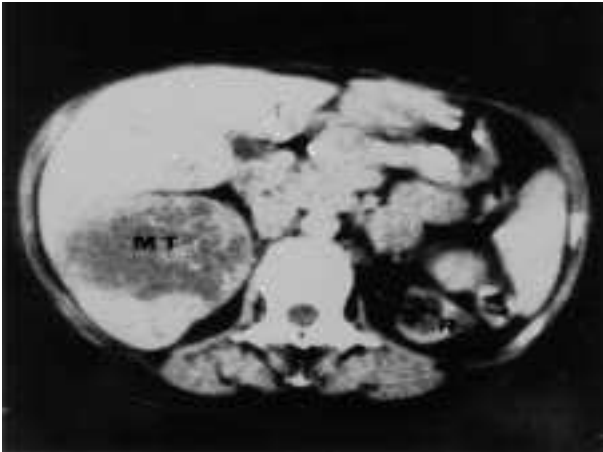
TC abdominal del paciente número 1. MT: Masa tumoral en polo renal inferior derecho. R: Riñón atrófico con múltiples quistes.
